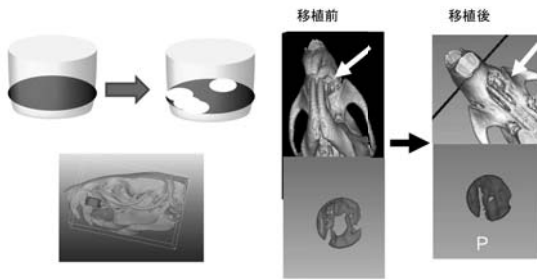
3Dslicer を用いた μ CT 測定
